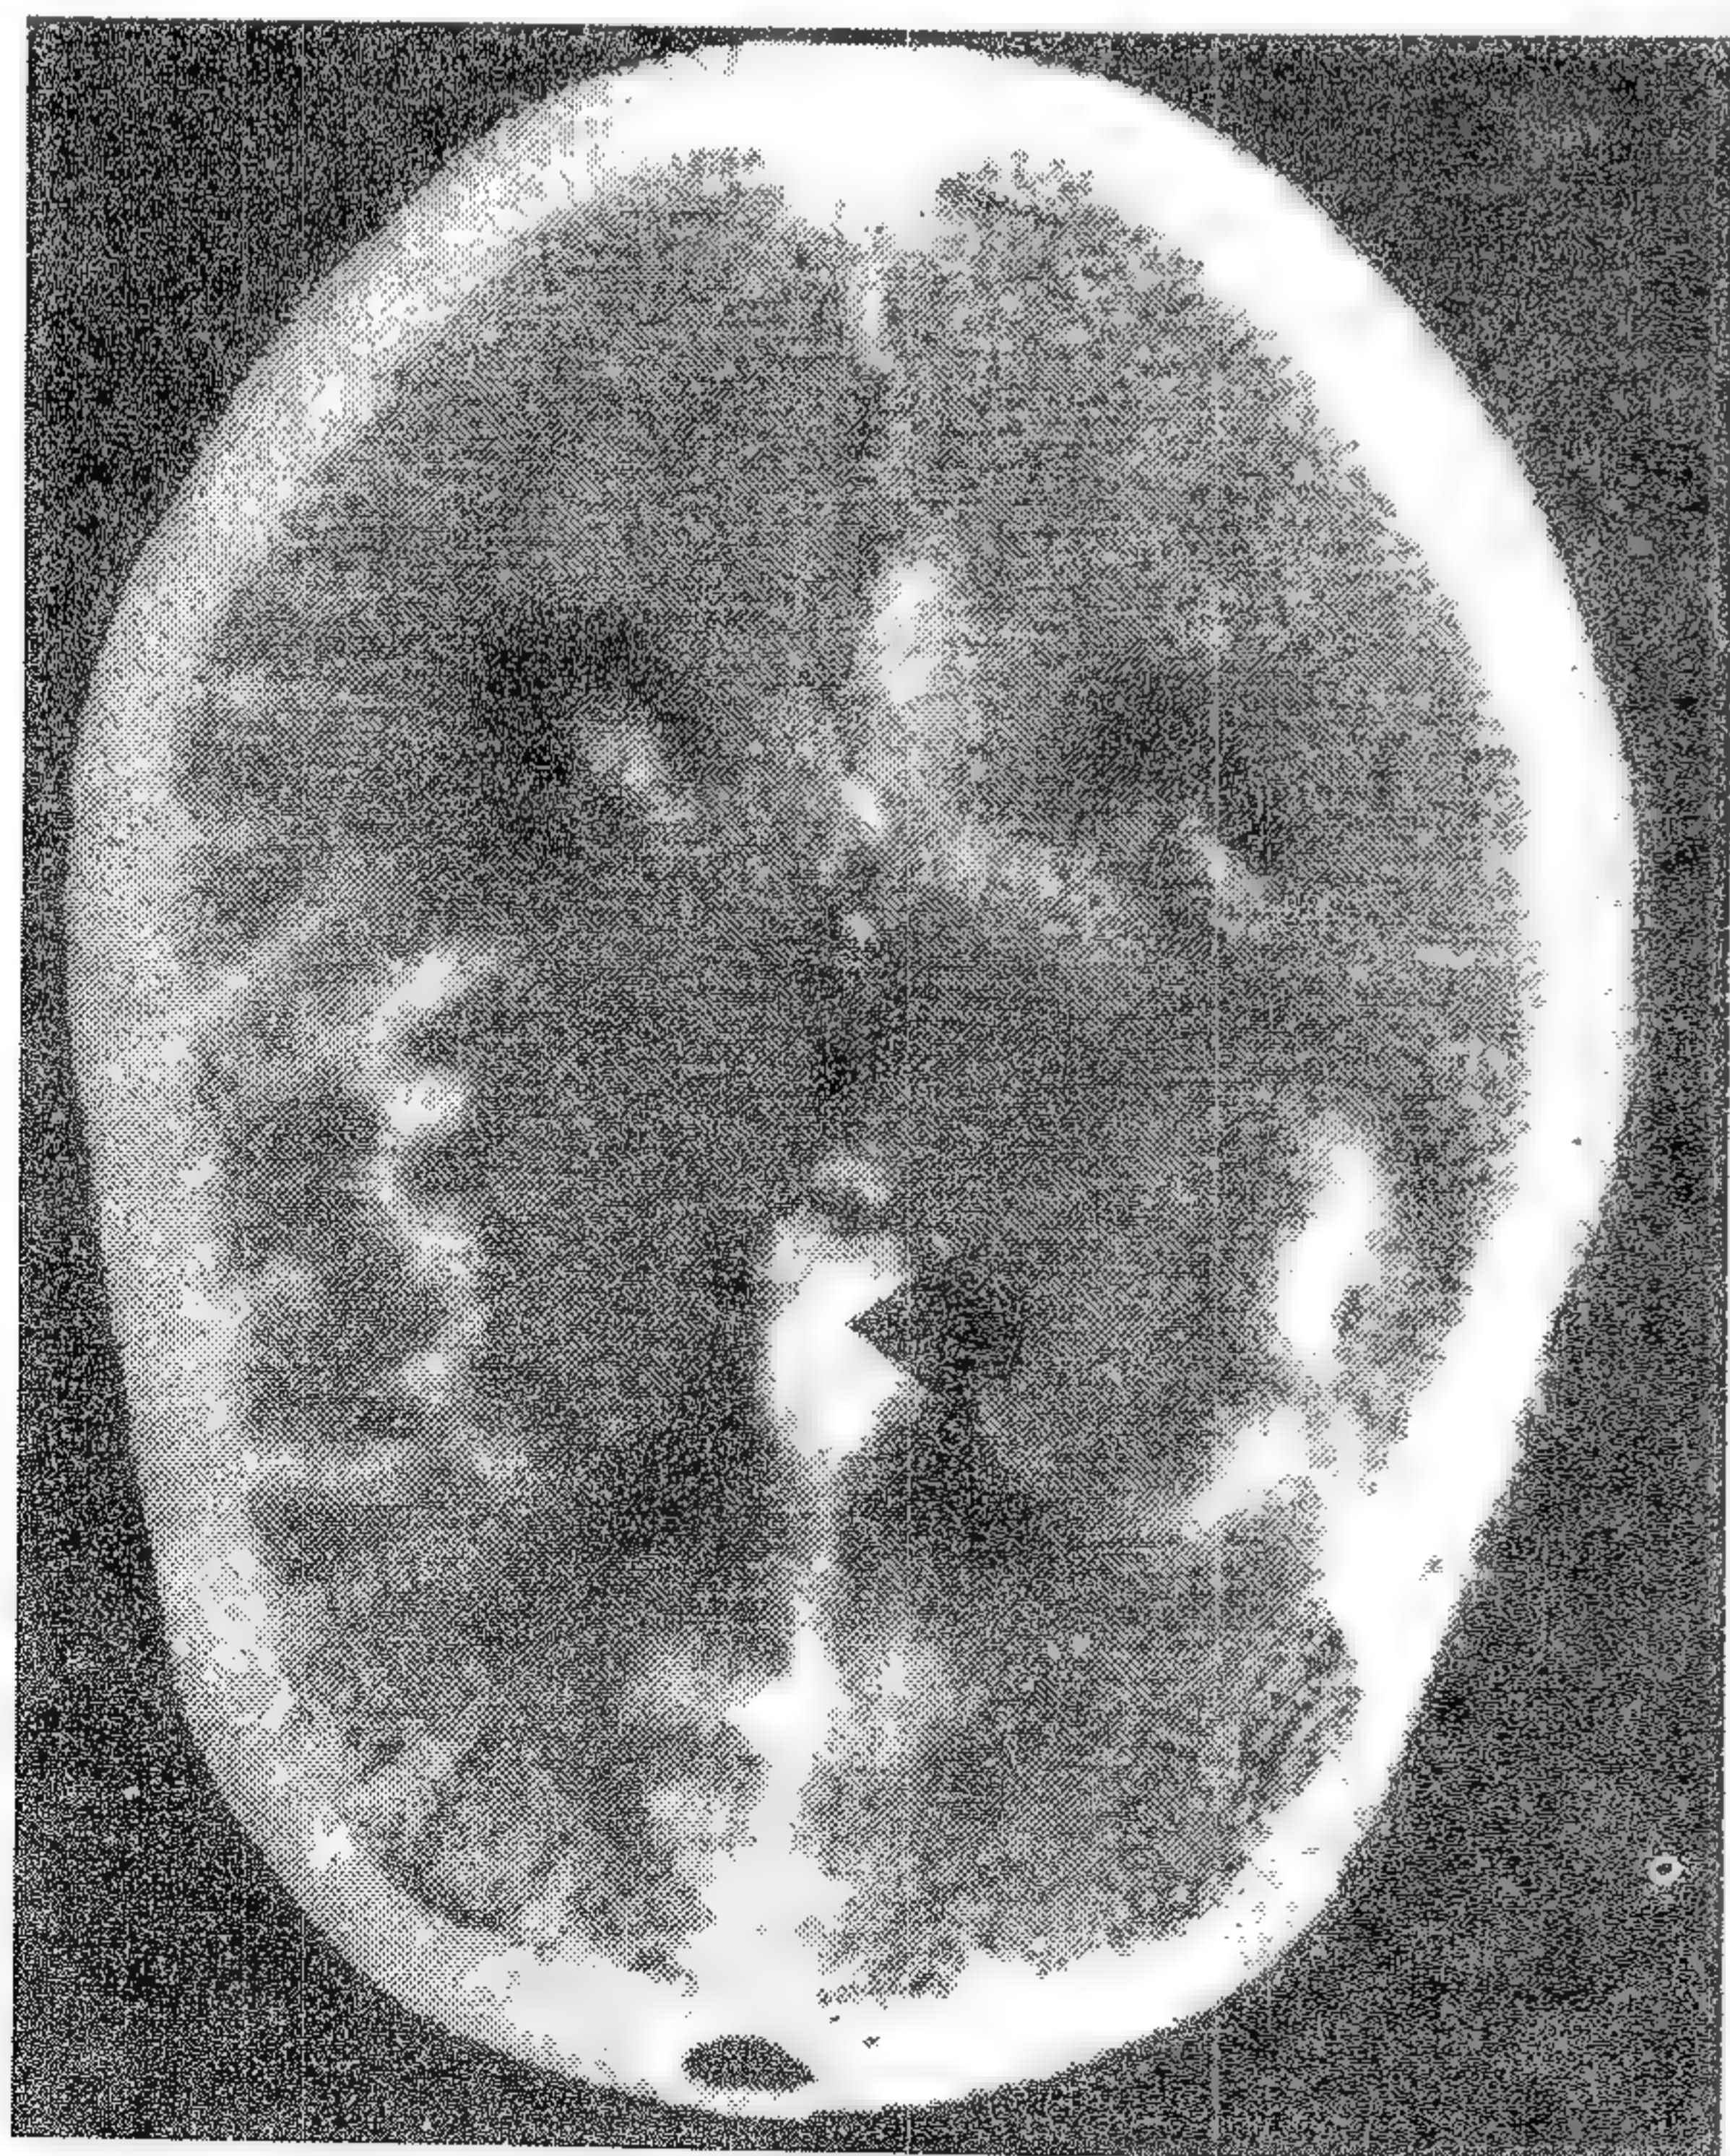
Examen CT care arată sânge (arii albe) în spațiile subarahnoidiene și între coarnele frontale ale ventriculilor laterali (săgeată) unde s-a rupt un anevrism de arteră comunicantă anterioară.
